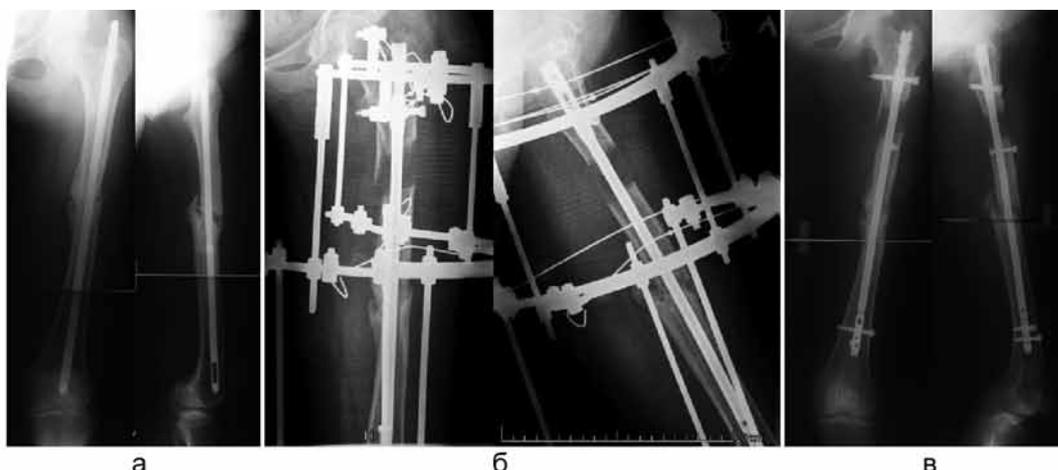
Рентгенограммы бедра больной С.: а – при поступлении; б – в процессе дистракции; в – при выписке из стационара
